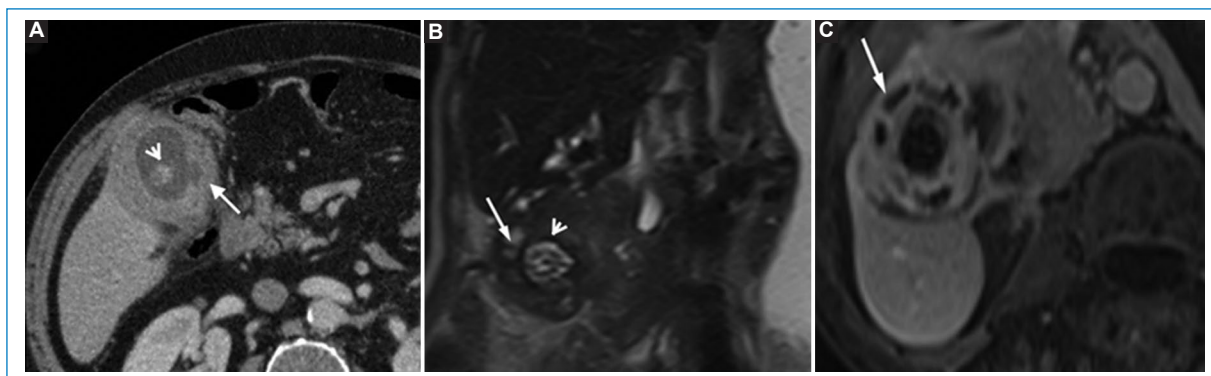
Varón de 43 años con diagnóstico de colecistitis xantogranulomatosa. A: TC de abdomen con contraste endovenoso, plano axial, que muestra una vesícula con paredes engrosadas en forma heterogénea y difusa (cabeza de flecha) con nódulos intramurales sin realce (flecha). B: RM de abdomen, secuencia ponderada en T2 en plano coronal. C: en T1 con saturación grasa con contraste endovenoso en plano axial, muestran los nódulos intramurales con una alta intensidad de señal en secuencia ponderada en T2 (flecha en B) que no realzan con el gadolinio (flecha en C).
